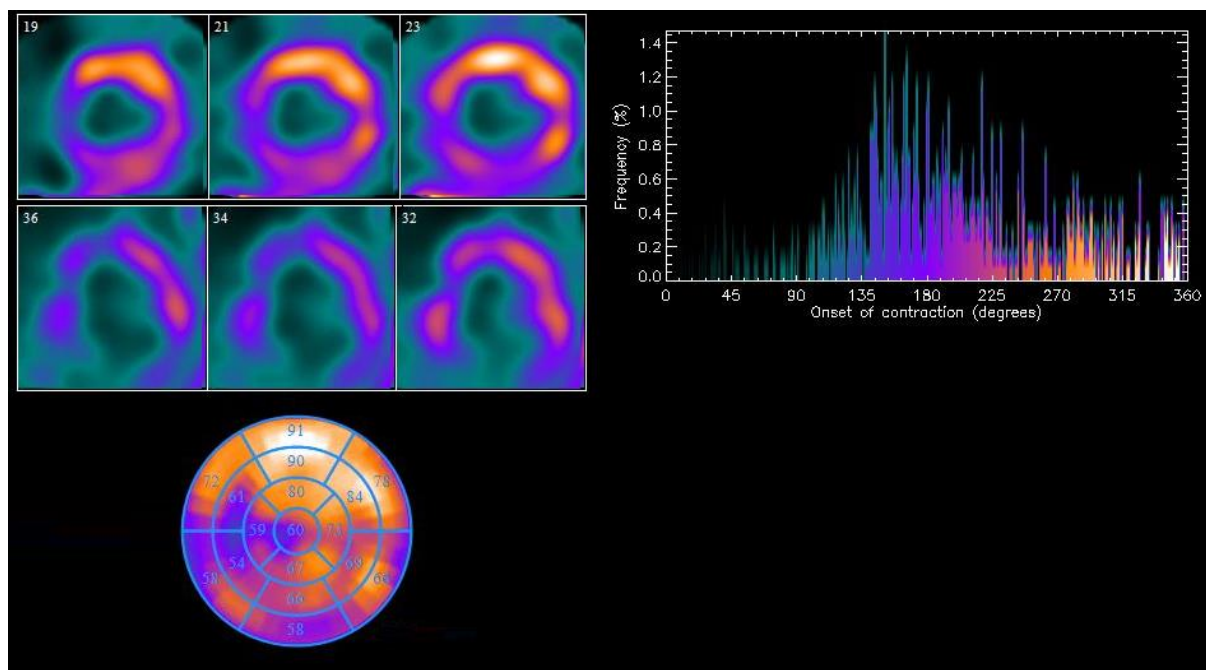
Больная Л., однофотонная эмиссионная компьютерная томография миокарда с  $^{99\text{m}}\text{Tc}$ -технетрилом. Томографические срезы по длинной и короткой осям, полярная карта, фазовая гистограмма
